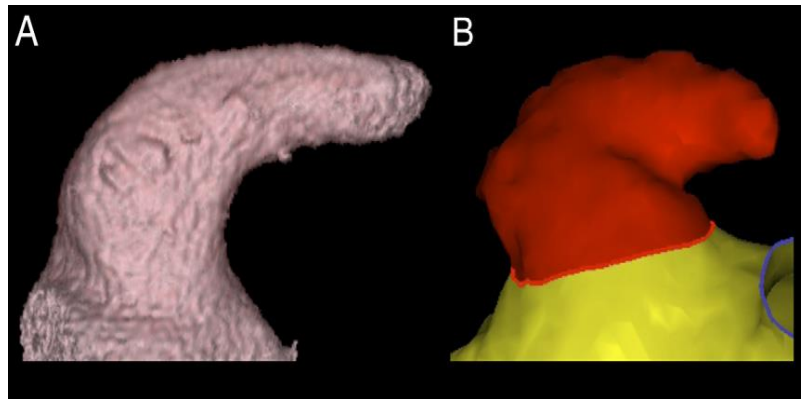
CT (A) e MRI (B) di una LAA *Chicken wing*
